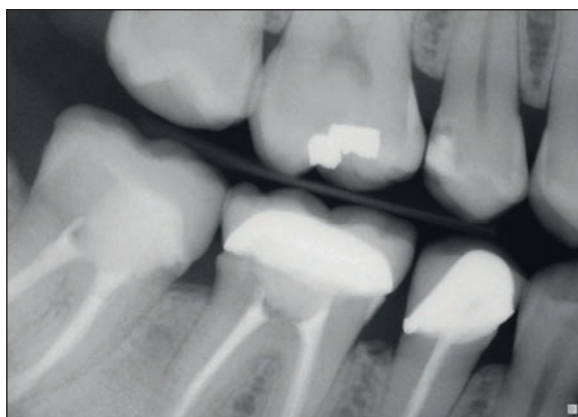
Radiografia finale della corona CEREC Connect IPS e.max sul dente 18.
